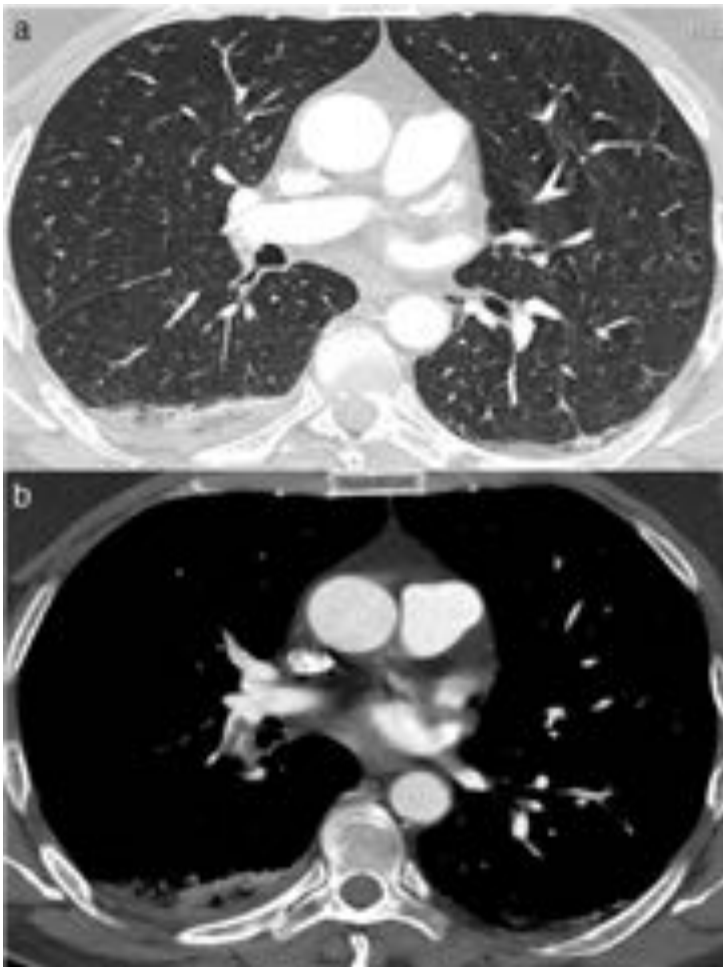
TEP con infarto pulmonar en varón de 51 años. (a) En TC se observa una condensación con SHI en el segmento posterior del LID compatible con área de infarto. (b) En TC ventana de mediastino se ve un trombo en arteria lobar inferior derecha.
